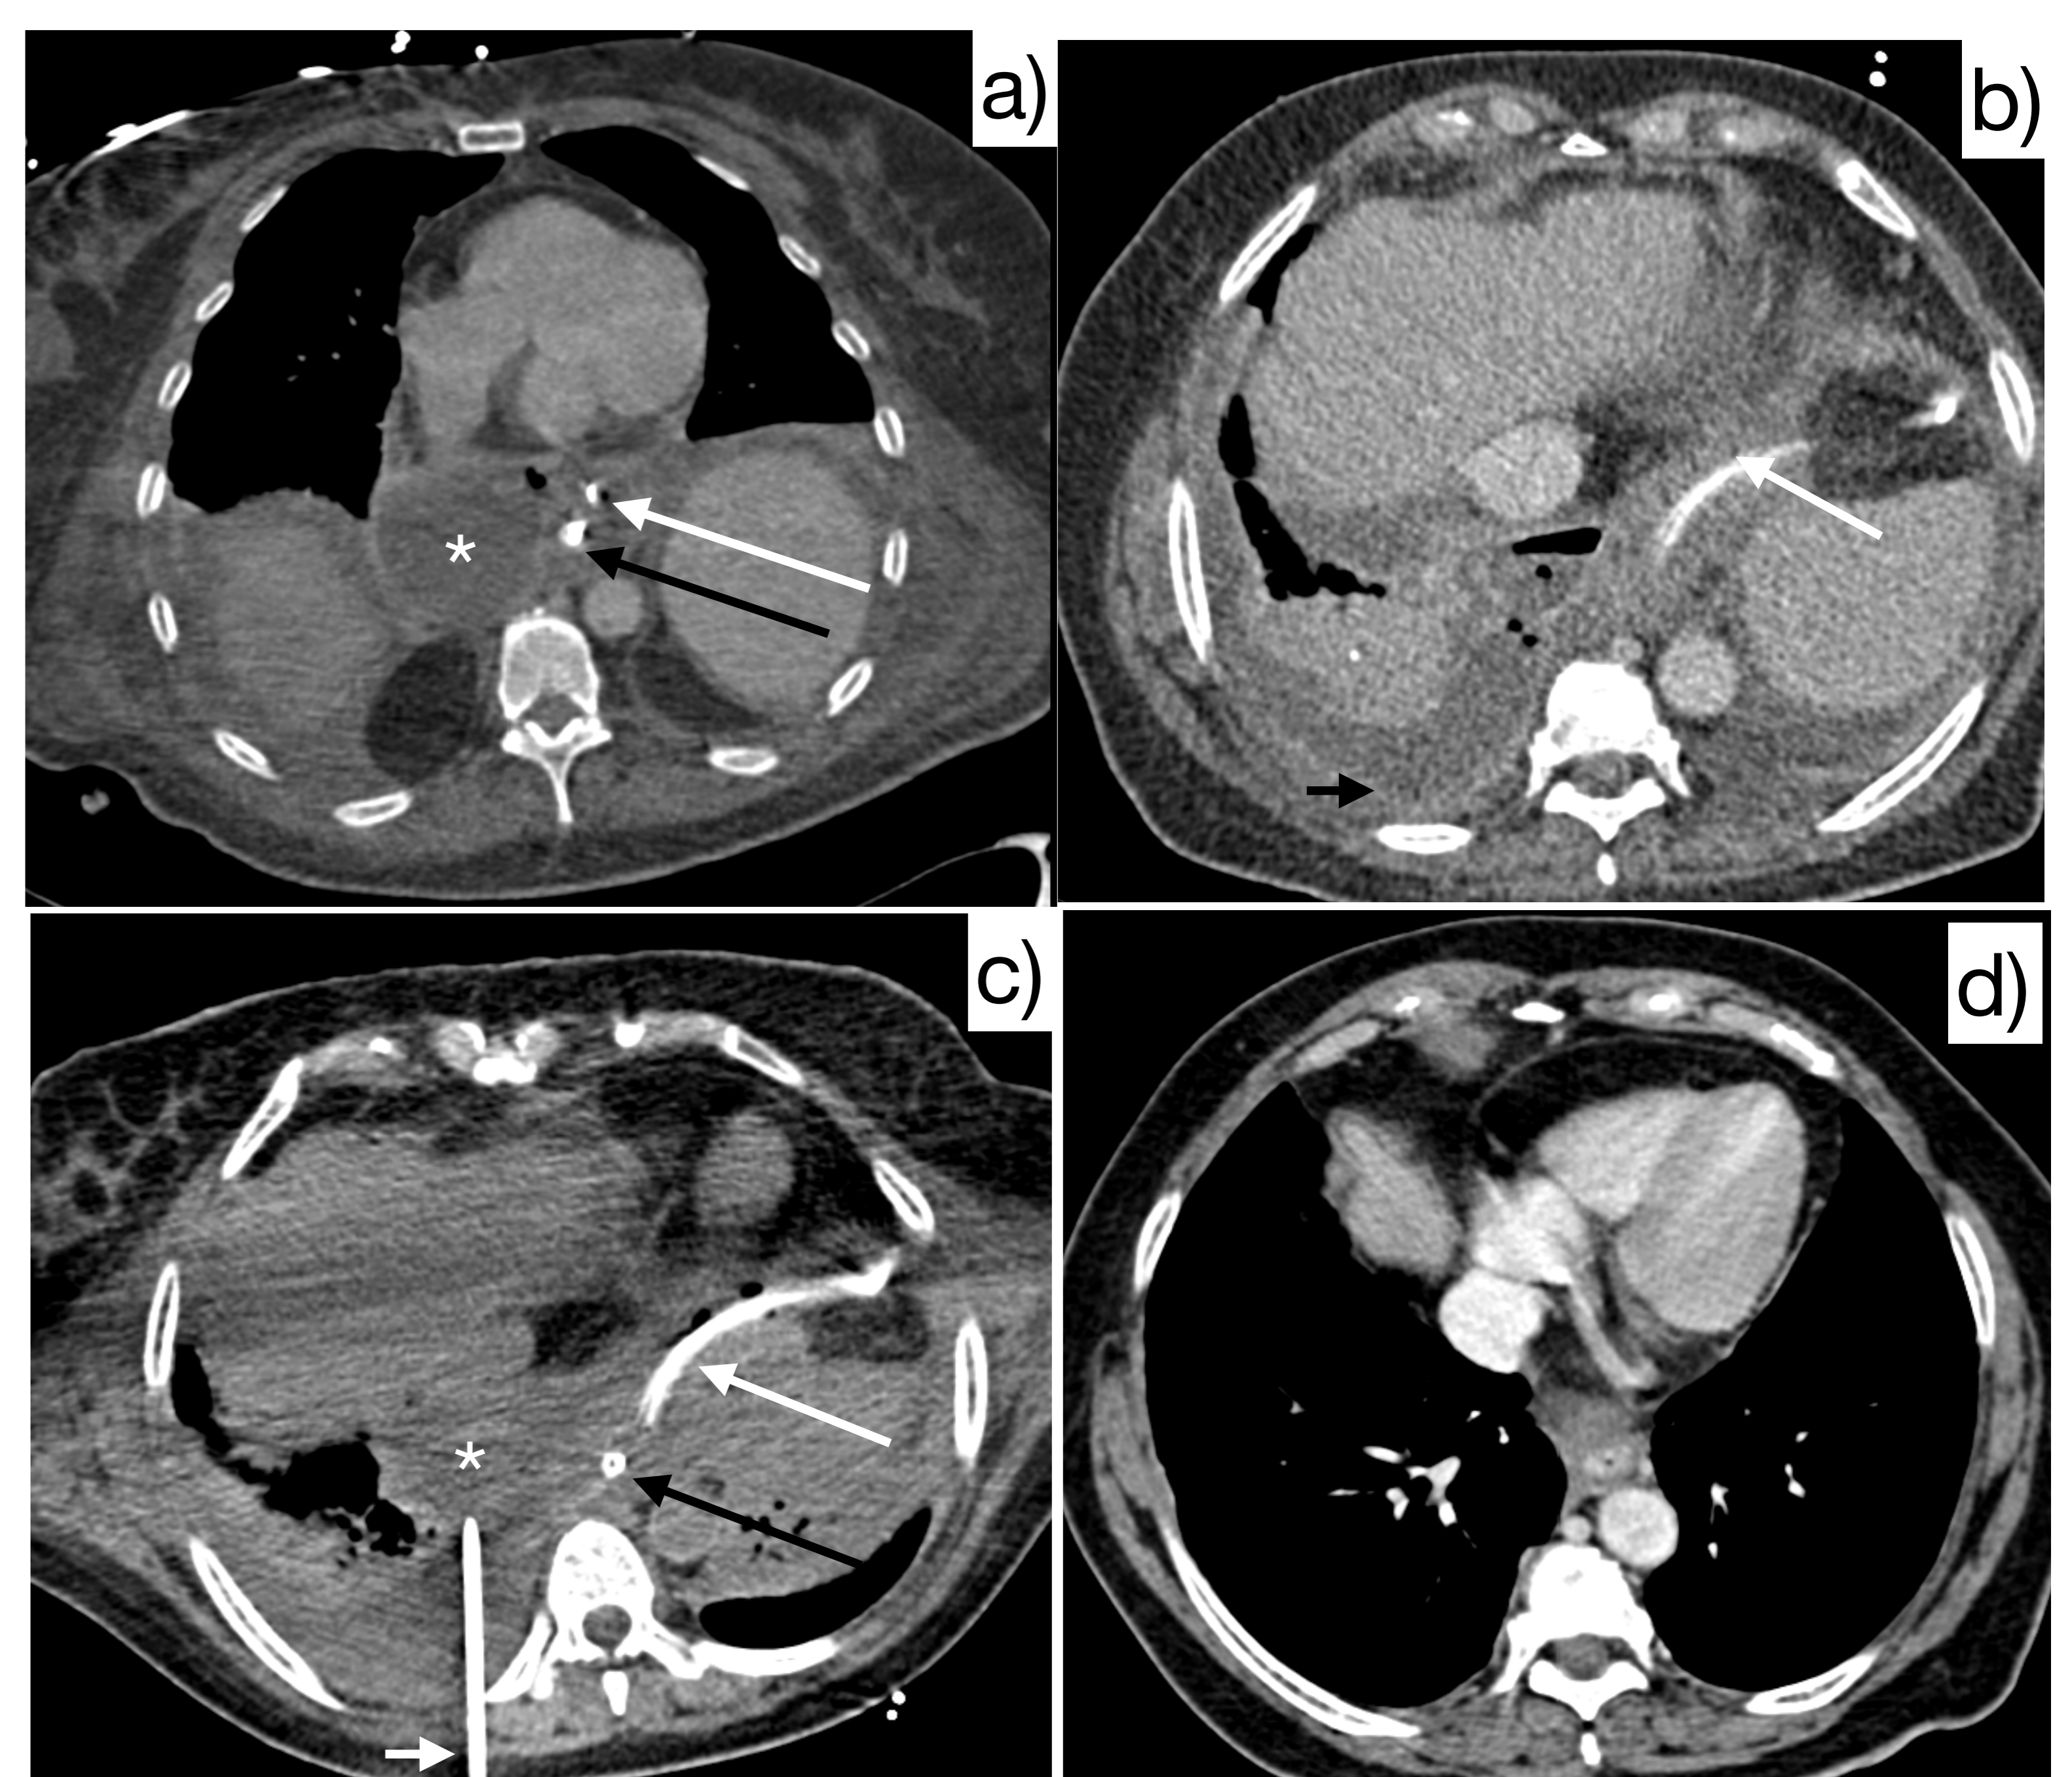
TC axial con contraste IV. Flecha negra larga: SNG, flecha blanca: catéter de drenaje, asterisco: colección líquida mediastínica. a) desarrollo de la colección líquida mediastínica con mínimo derrame pleural. b) la colección presenta burbujas de gas. Flecha negra corta: derrame pleural con captación parietal de contraste. c) Flecha blanca corta: colocación de catéter de drenaje percutáneo guiada por TC. d) resolución de la colección mediastínica y derrame pleural.
